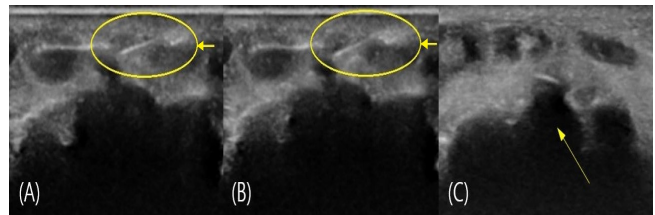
Ultrasound short-axis view of the wrist joint on the dorsal side of the right hand. (A),(B) Acupotomy needle is indicated in the oval with arrow. (C) Lunate bone is indicated by the arrow.
